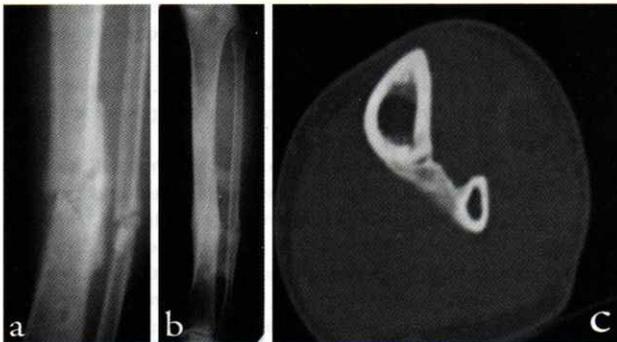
a- Pseudarthrose aseptique des 2 os de la jambe compliquant une fracture type II de CAUCHOIX chez un motocycliste de 25 ans ; b- Consolidation radiographique de la GITP au recul de 2 ans et demi ; c- TDM : Formation d'un pont osseux tibio-péronier
